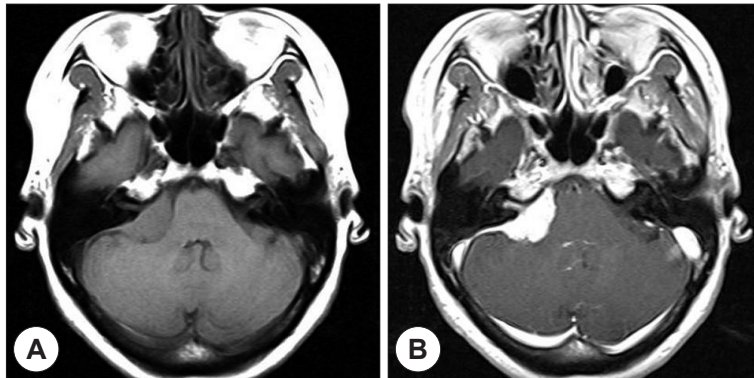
MRI Imaging of patient. A : Axial view. Pre-enhanced T1-weighted image shows well marginated iso-signal intensity mass in the right cerebellopontine angle cistern. But IAC was not enlarged on the right side. B : Axial view. Enhanced T1-weighted image. The mass shows homogenous strong enhancement. Tubular enhancement is noted in right IAC.
